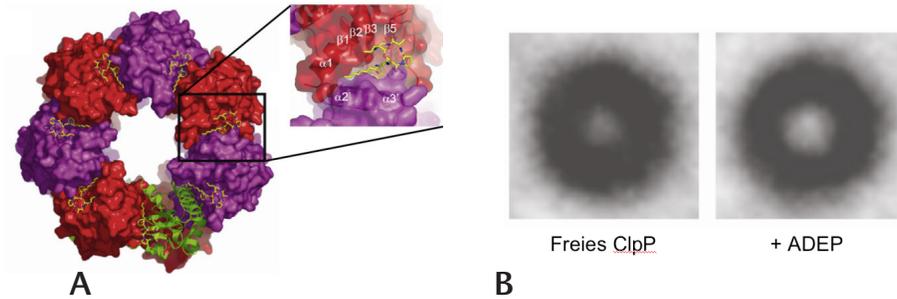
Struktur des ADEP-ClpP Komplexes. (A) Röntgenkristallstruktur von ClpP mit komplexiertem ADEP. (B) Elektronenmikroskopischer Nachweis der geöffneten ClpP Pore.
